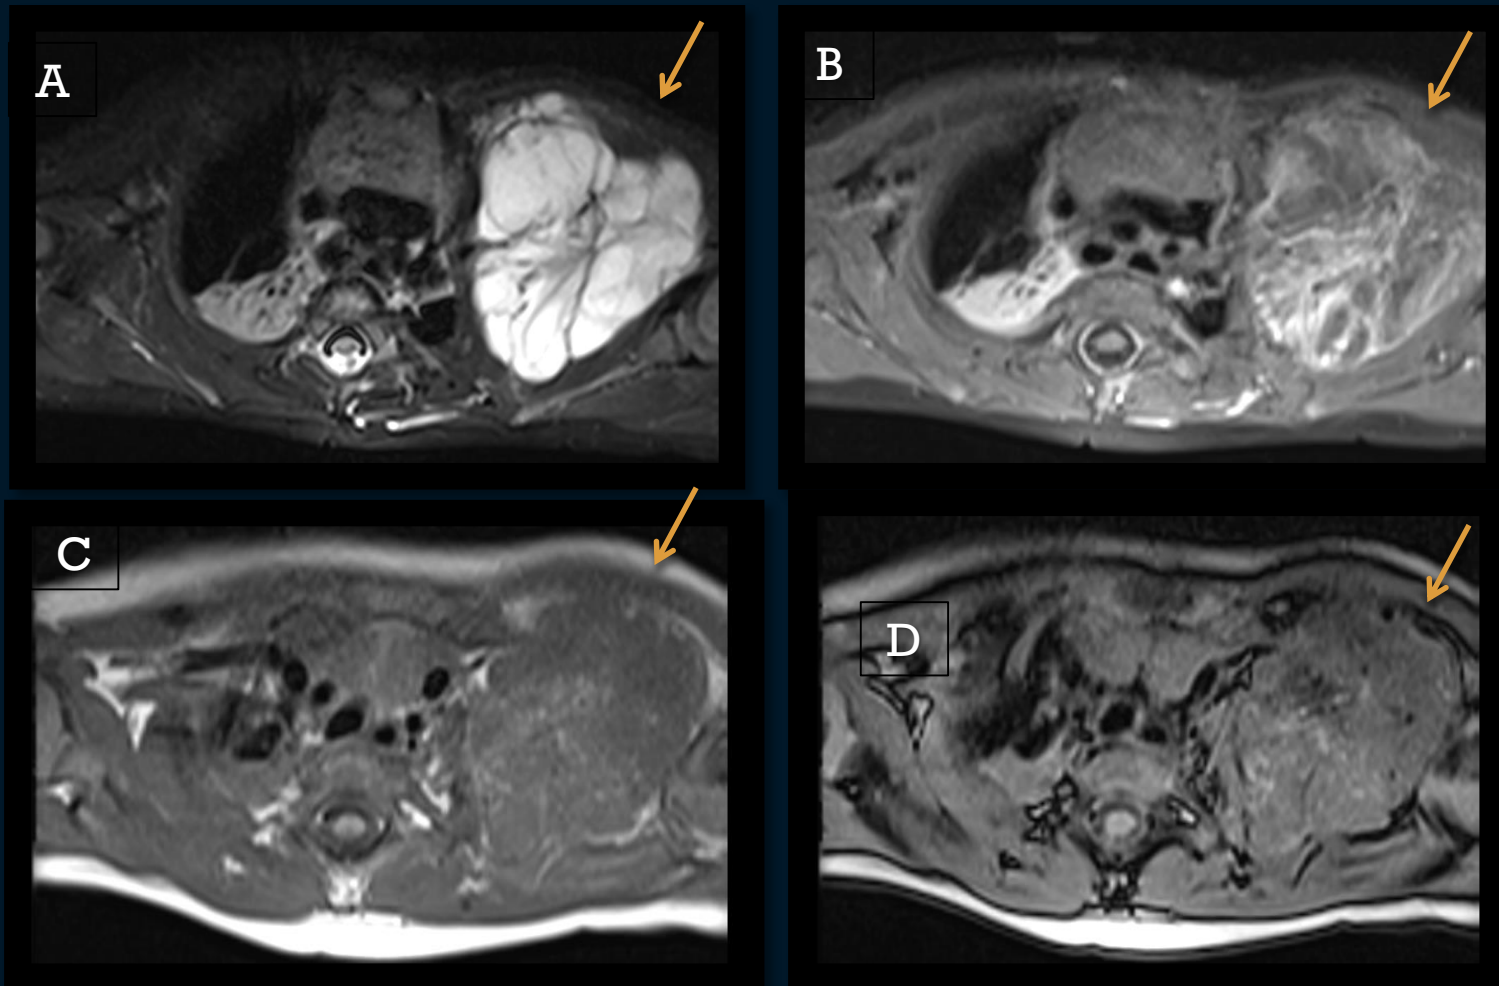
RM DE OMBRO ESQUERDO
